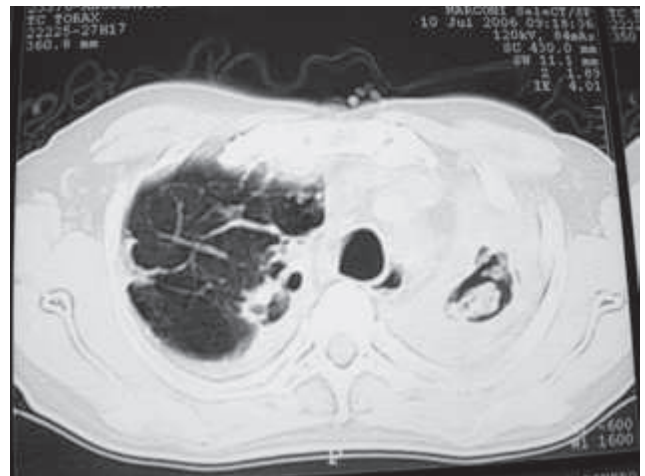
TAC de mayo 2006 con cortes a nivel de lóbulo superior izquierdo.
